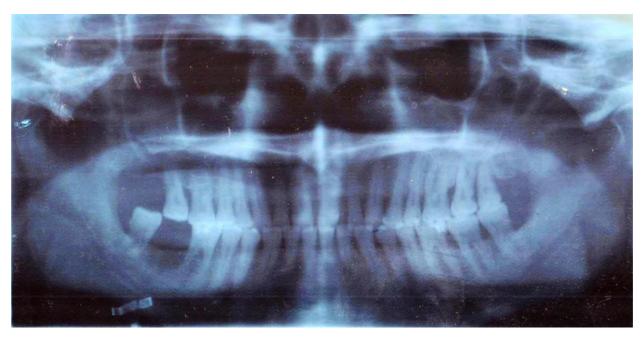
Ортопантомограмма пациента А., 60 лет (4 группа, подгруппа Б)
